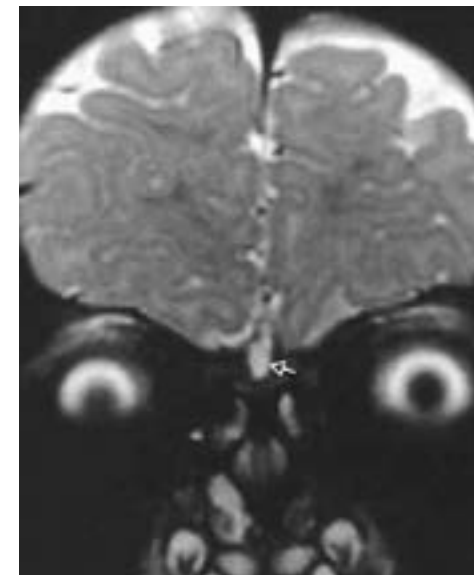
МРТ зображення дермоїдної кістки (стрілка)
